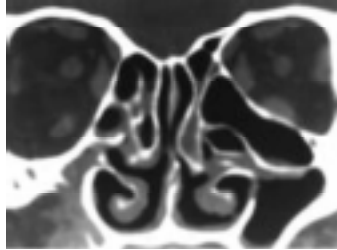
A tomografia computadorizada no plano coronal mostra uma célula de Haller volumosa, estenosando o infundíbulo etmoidal esquerdo.
